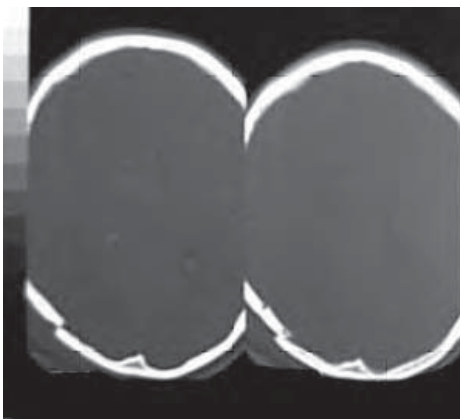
/2. TAC de cráneo. Fracturas en la región occipital.
